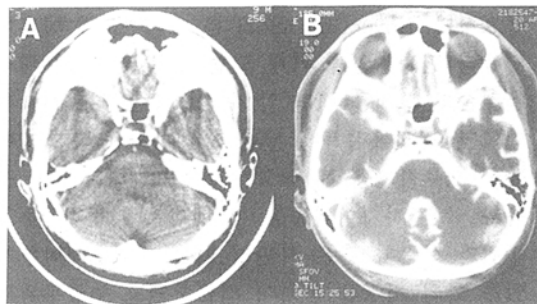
Axial views of paranasal sinus computed tomogram(PNS CT). Air shadow(arrow) was noted in left frontal lobe respectively in the PNS CT without contrast media(A) and PNS CT with iopamidol(B).
